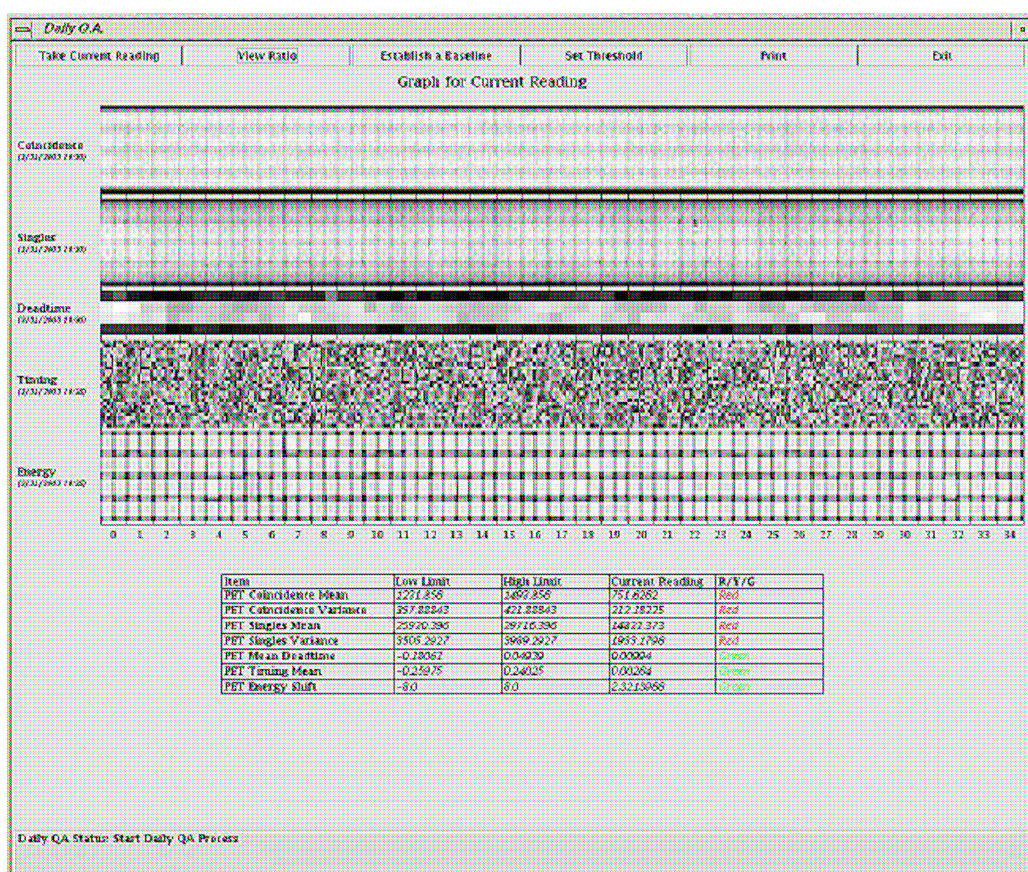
Display do controle diário realizado no PET. As indicações em verde significam que as correções foram efetuadas e o equipamento pode operar, as indicações em vermelho indicam necessidade de calibração e correção.
